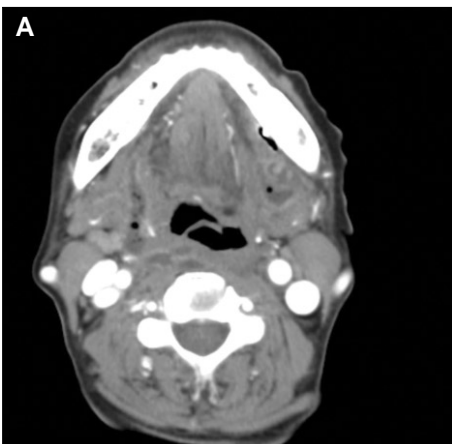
A, Axial view of CT shows mildly improved configuration of abscess lesions in both sublingual and submandibular areas; B, relatively no interval change of abscess lesions in deep cervical space including both retropharyngeal and right perivisceral spaces.
